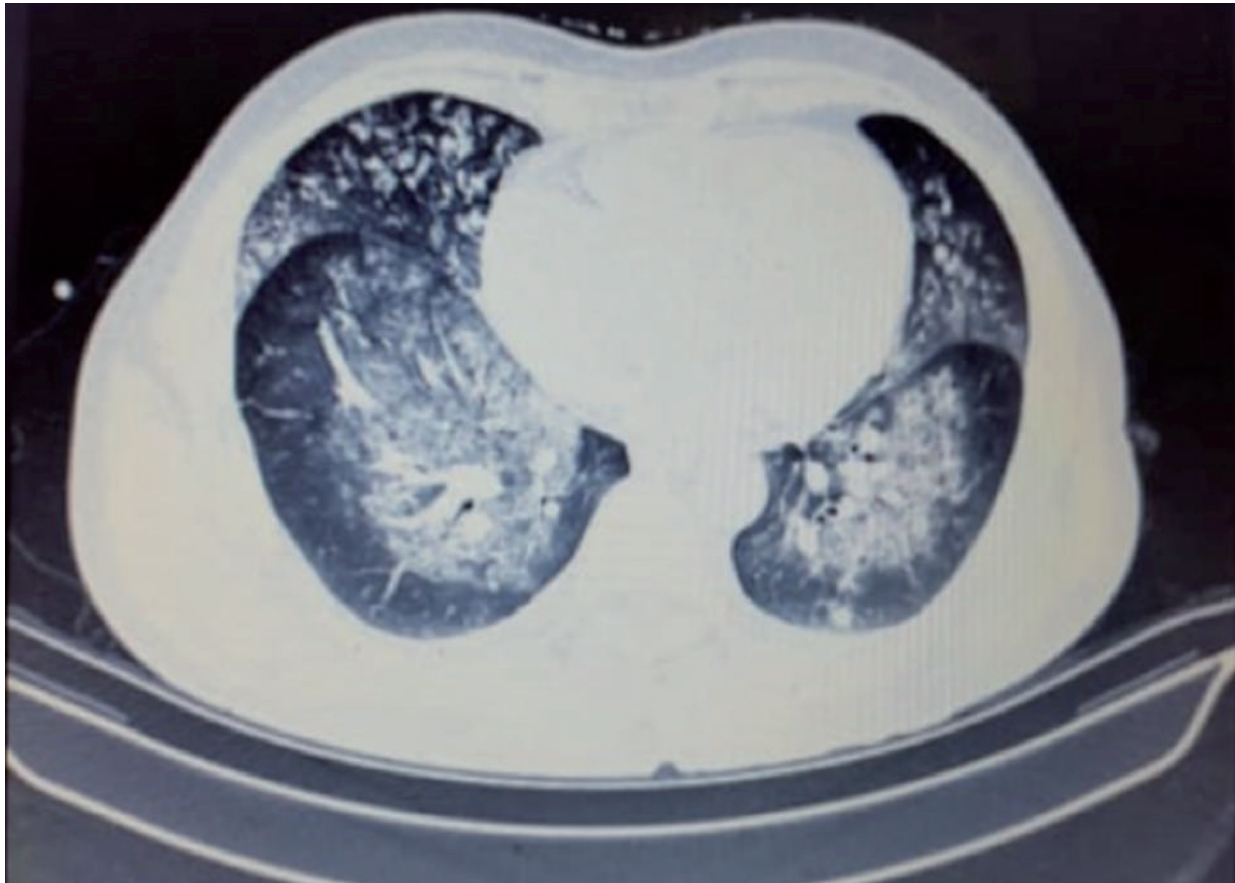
TAC de tórax infiltrado algodonoso bilateral.
